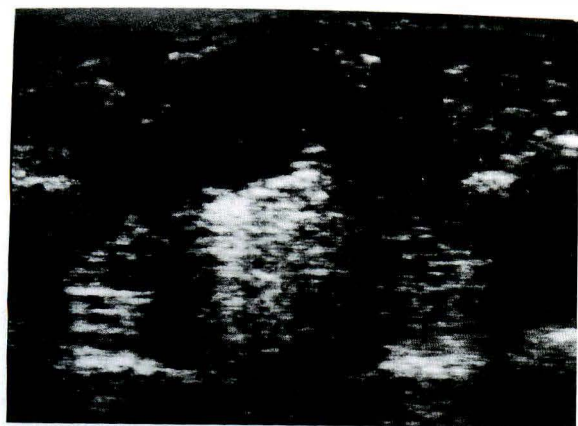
症例 4. 股関節屈曲位での超音波断層像. 骨頭は臼蓋から後方に向かってはずれている.
